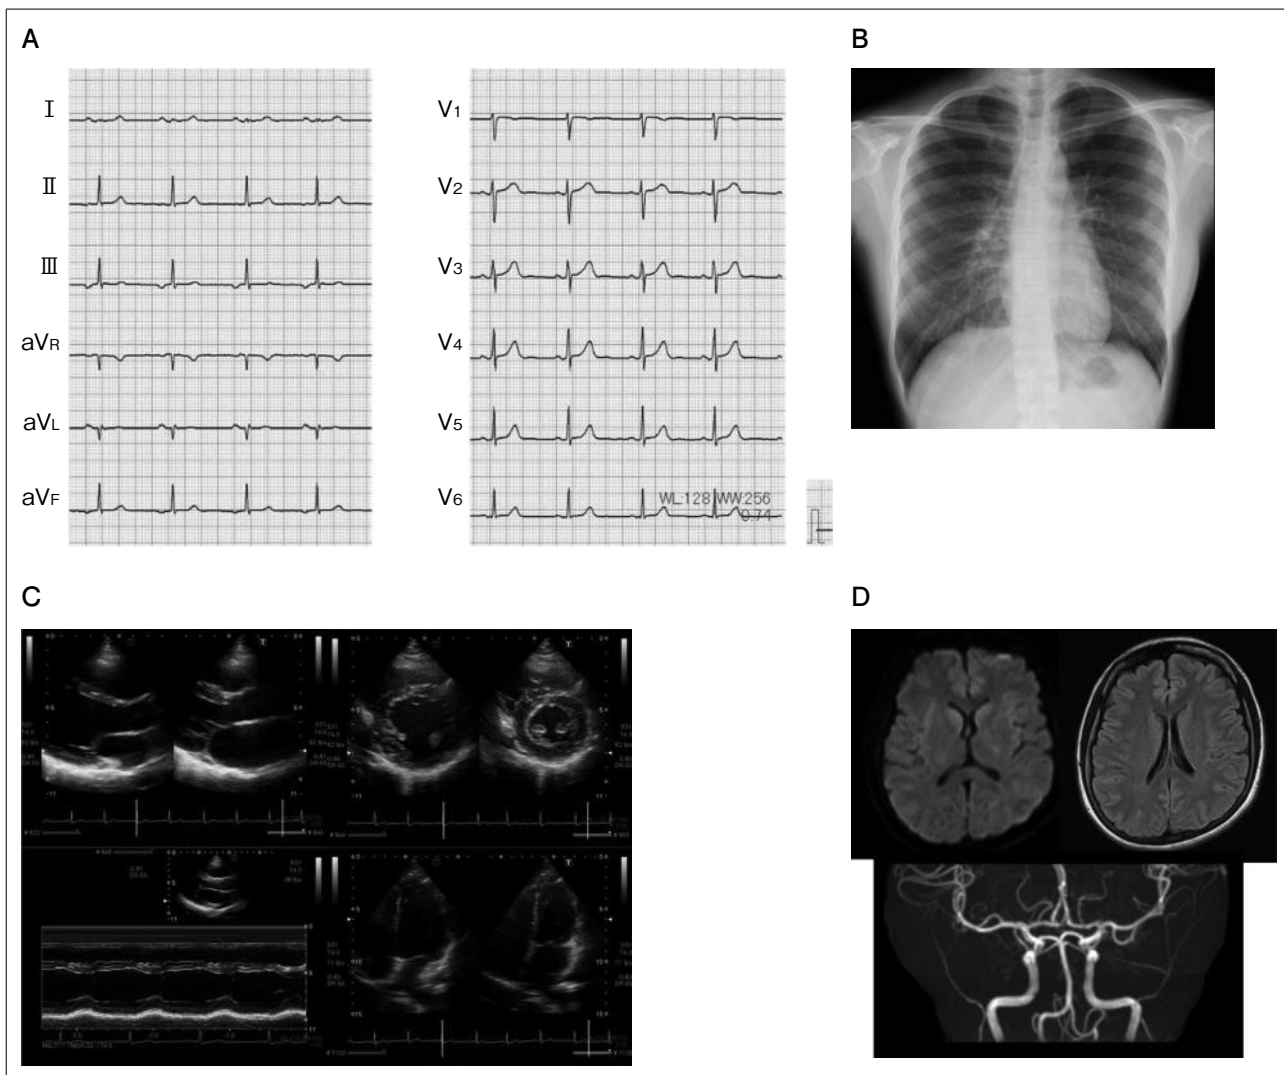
初診時12誘導心電図(A), 胸部レントゲン写真(B), 心エコー図検査(C), 頭部MRI/MRA(D)
